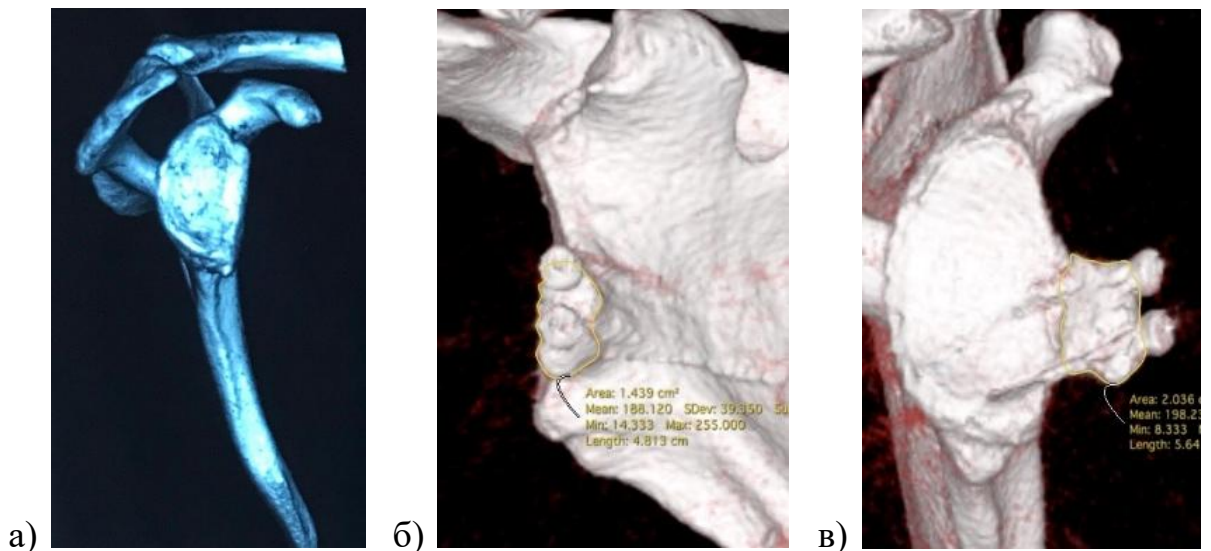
КТ-диагностика положения дефектов в области суставной поверхности шейки лопатки: а – компьютерная томограмма до операции; б, в – компьютерные томограммы через 3 месяца после операции.
